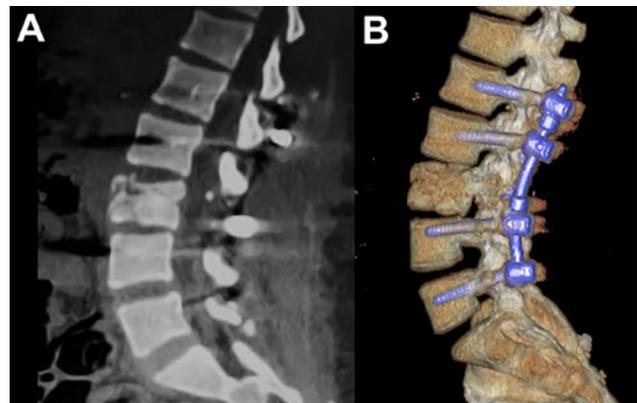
TC postoperatoria donde se observa la correcta alineación y artrodesis L1-L5, con mejoría de la lordosis lumbar.
